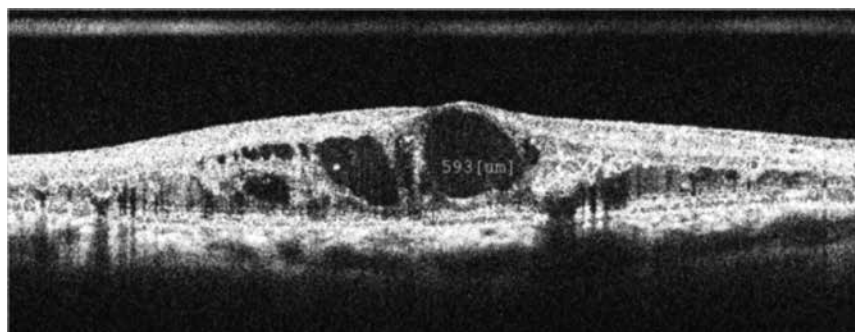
Томограмма сетчатки пациента К. до ИВВ имплантата Озурдекс
